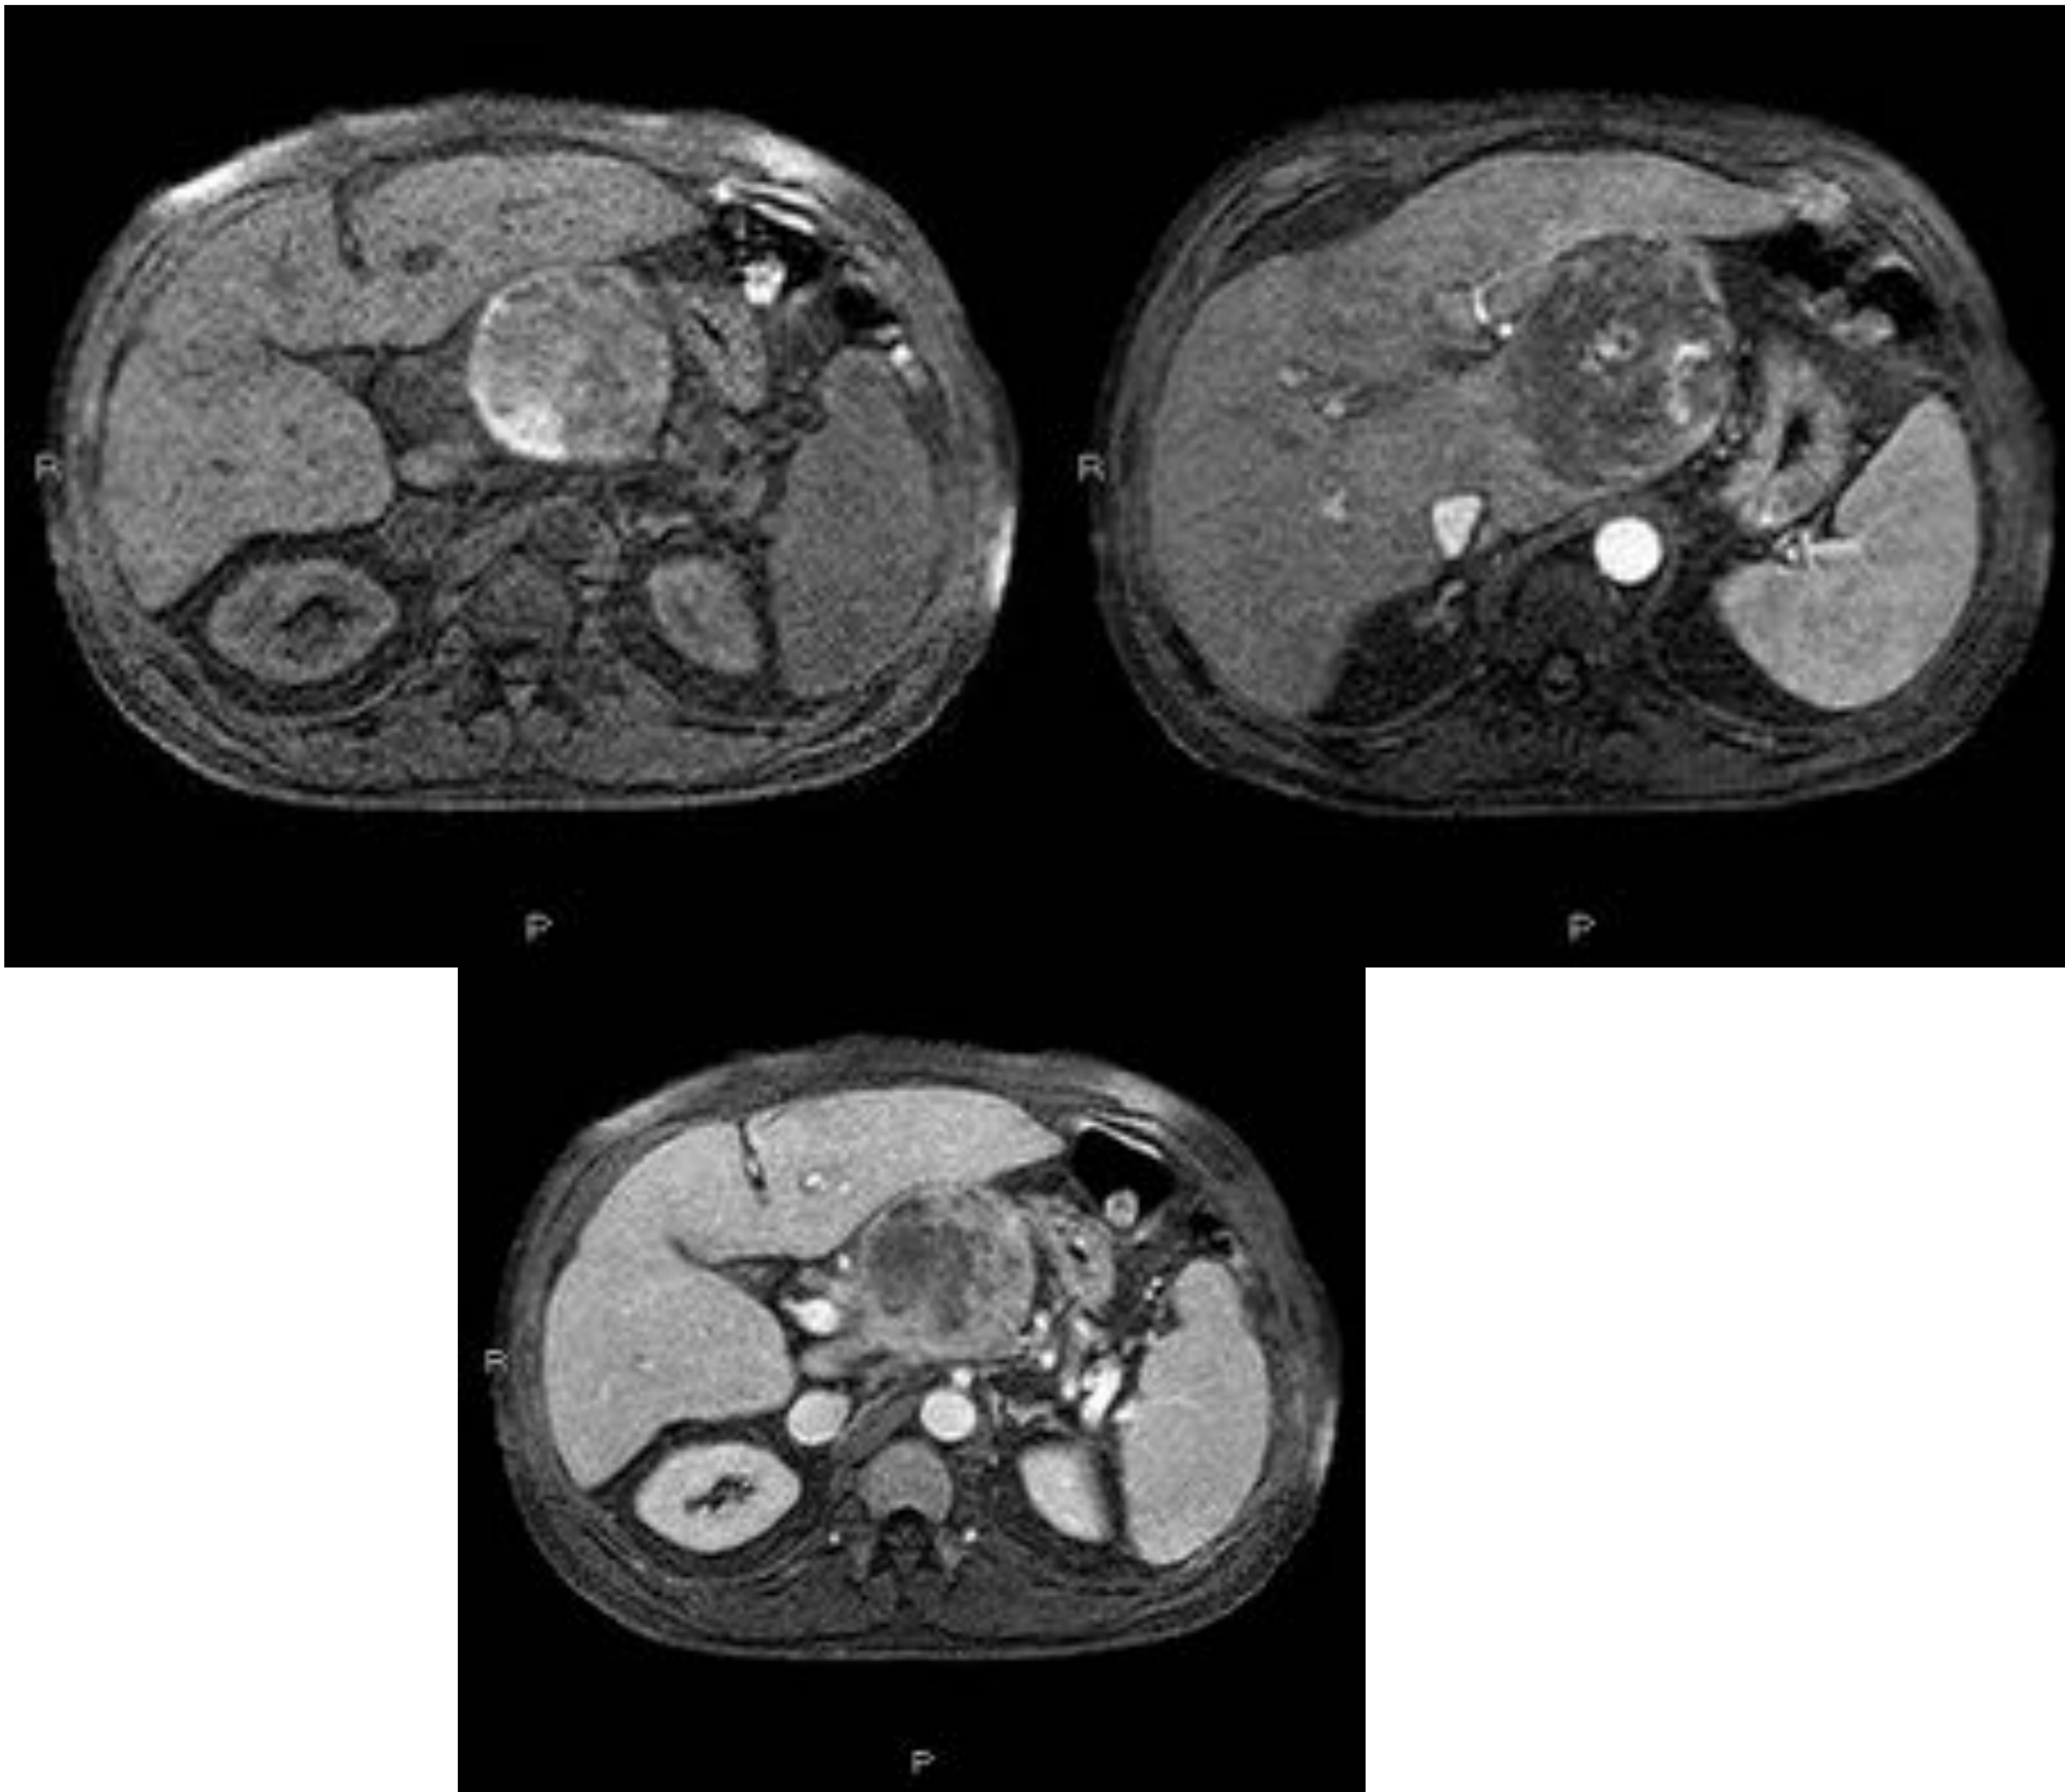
estudio dinámico de TC abdominal: lesión heterogénea con áreas de mayor densidad en el estudio sin contraste , zonas de intenso realce en fase arterial que persisten en fase venosa.
